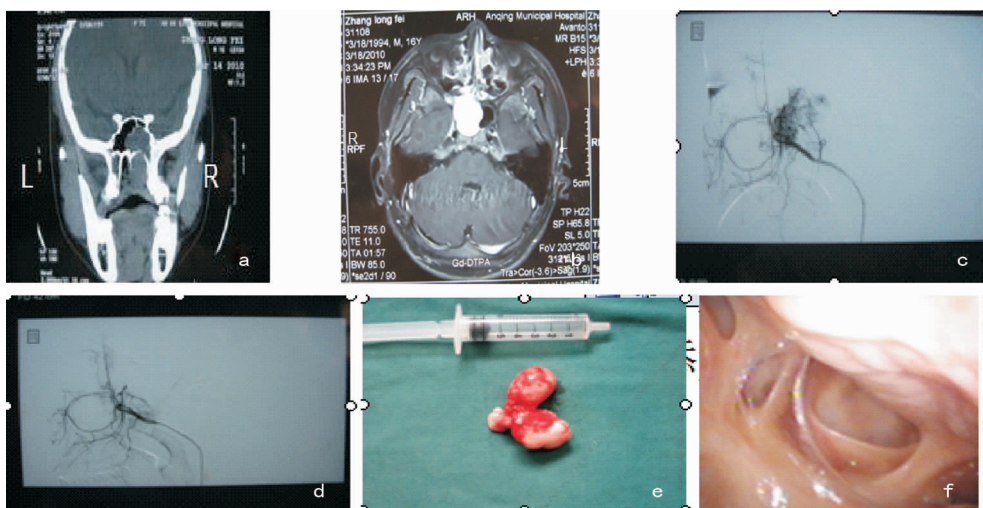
1 例 Chandler II 期鼻咽纤维血管瘤手术前后 a:鼻咽纤维血管瘤术前 CT 显示瘤体累及蝶窦;b:鼻咽纤维血管瘤术前 MRI 显示瘤体侵犯蝶窦;c:鼻咽纤维血管瘤栓塞前 DSA;d:鼻咽纤维血管瘤栓塞后 DSA;e:鼻咽纤维血管瘤完整切除的瘤体; f:鼻咽纤维血管瘤术后 3 个月鼻腔筛窦上皮化改变
